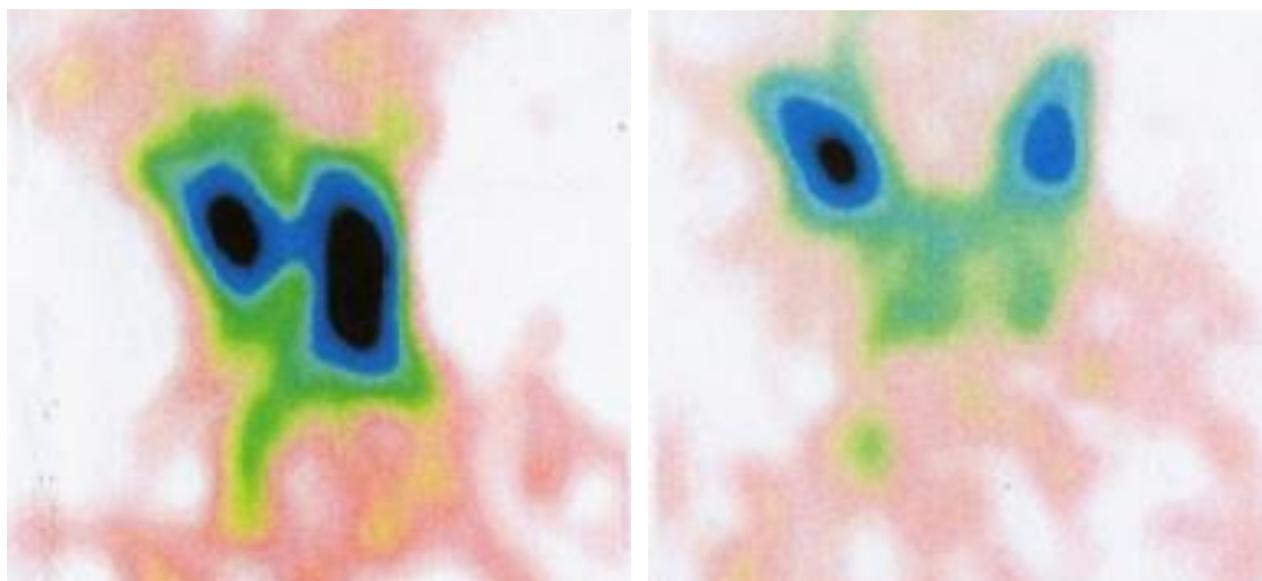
Сцинтиграфия щитовидной железы
